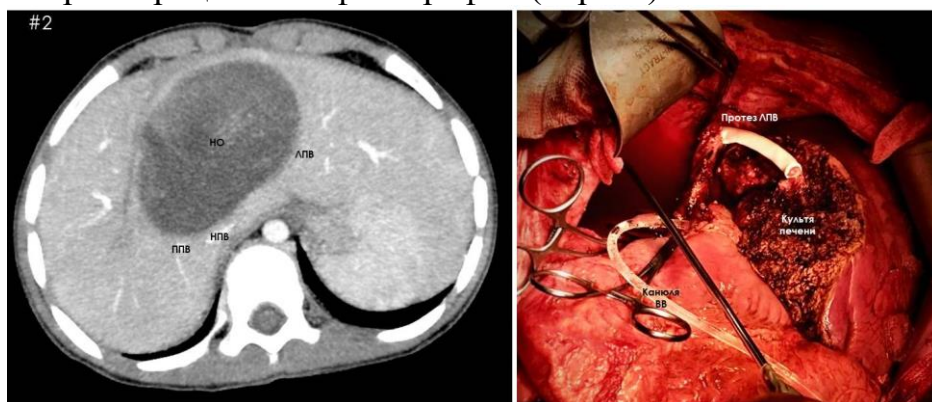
Наблюдение #2. НЭСП центральных сегментов печени. Компьютерная томограмма (слева); интраоперационная фотография (справа). Выполнен анастомоз между протезом ЛПВ и нижней полой вены, этап выполнения анастомоза между культей ЛПВ и протезом.
